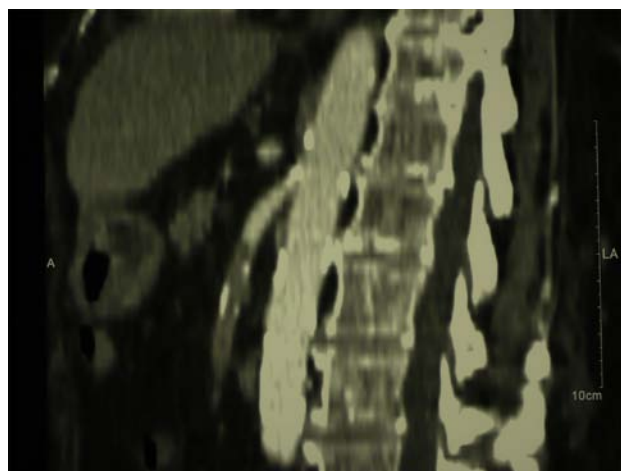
TC con contraste i.v.: embolia de arteria mesentérica superior.
